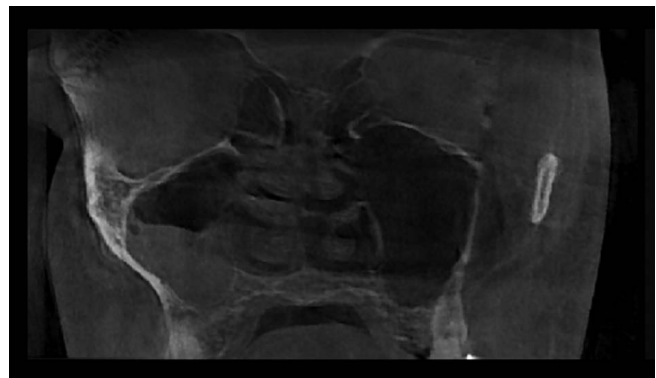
КТ ОНП. В правой верхнечелюстной пазухе визуализируется затемнение с уровнем жидкости
